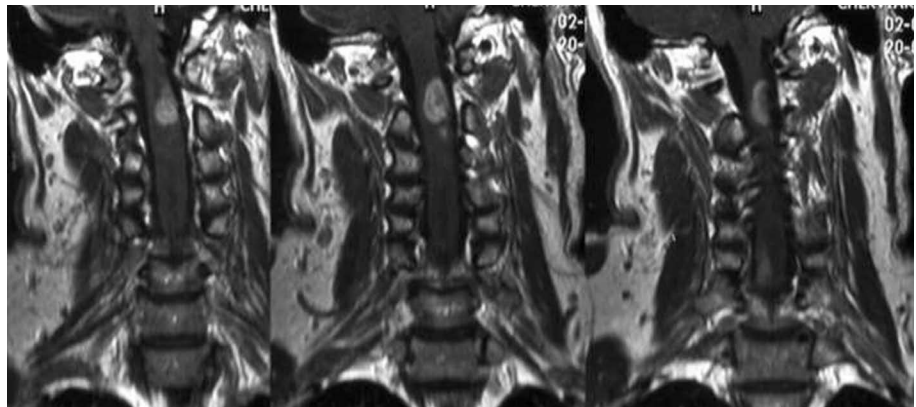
МРТ в T1 режиме. Шейный отдел позвоночника, фронтальные срезы. Более отчетливо виден очаг на уровне C_1-C_{II} .
